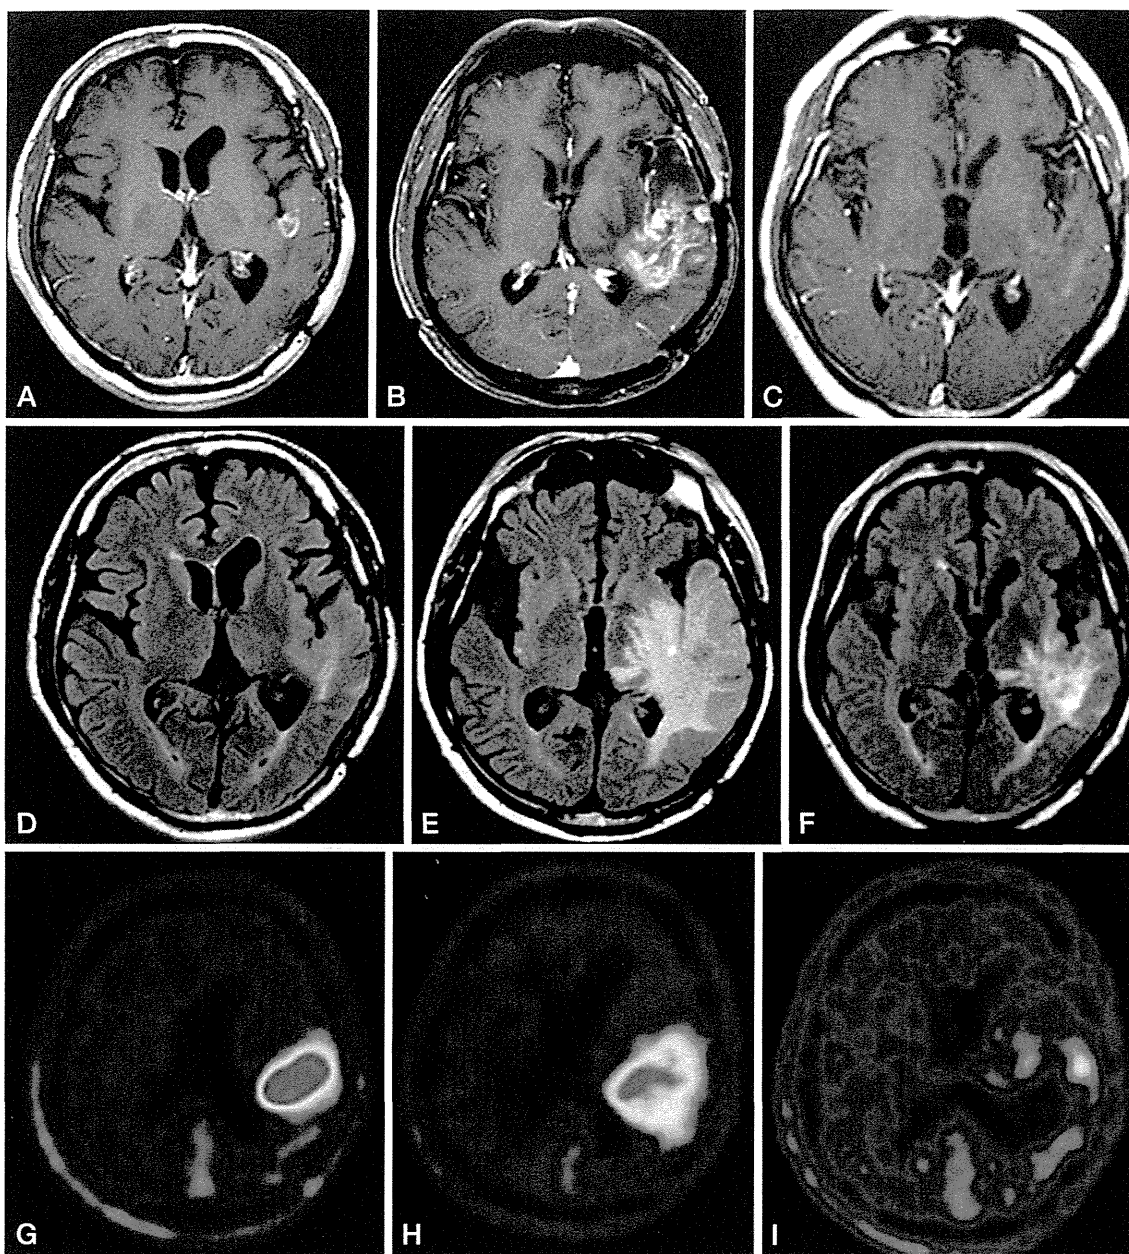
Periodic MRI and PET imaging changes in symptomatic pseudoprogression. The patient had recurrent GBM treated by BNCT. A-C: Gd-enhanced T1-weighted MRI. D-F: FLAIR MRI. G-I: F-BPA-PET imaging. A, D, G: Just prior to BNCT. B, E, H: 4 months after BNCT. C, F, I: 7 months after BNCT (3 cycles after initial bevacizumab treatment).
